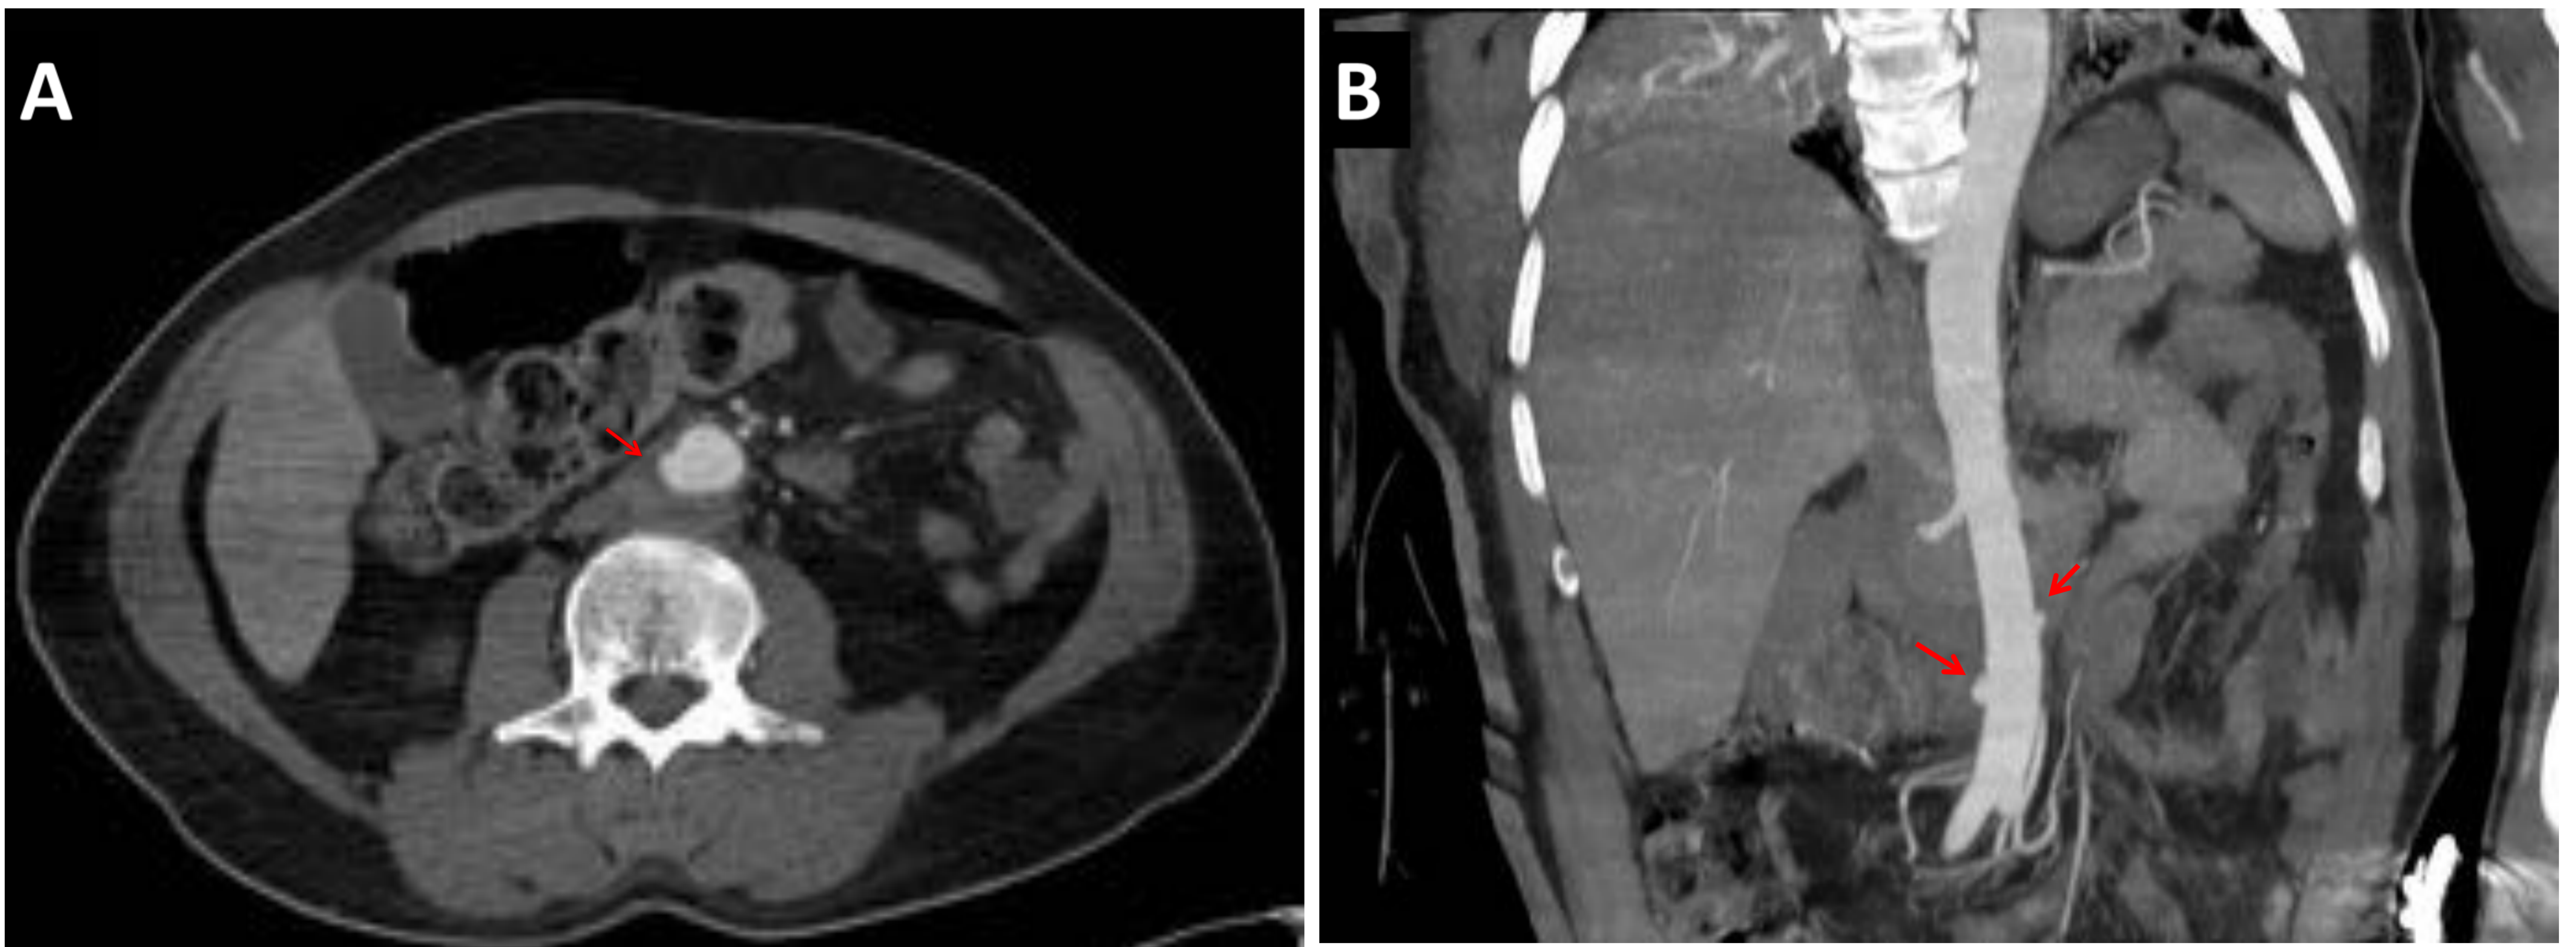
Tomografía computarizada axial con contraste intravenoso en fase arterial (A) y reconstrucción coronal MIP (B). Se visualizan dos áreas de adición de contraste de morfología sacular localizadas en aorta abdominal infrarrenal (flecha roja), con tejido de partes blandas asociado en relación con pseudoaneurismas infecciosos. El resto de la aorta abdominal es de calibre normal, con ramas viscerales permeables.
